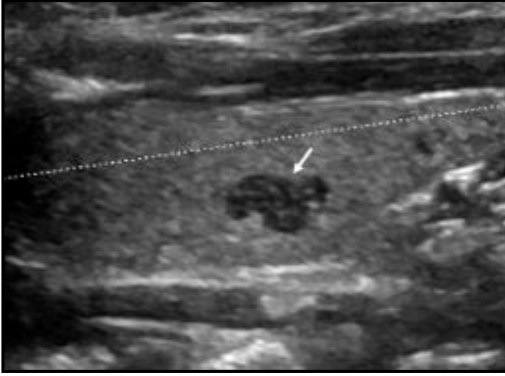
Intrathyroidal ectopic thymus of a 2-year-old boy. a) Longitudinal sonogram shows an ill-defined, irregular, solid, hypochoic lesion (arrow) with multiple punctate echoes located in the middle and posterior part of the right lobe of thyroid.
